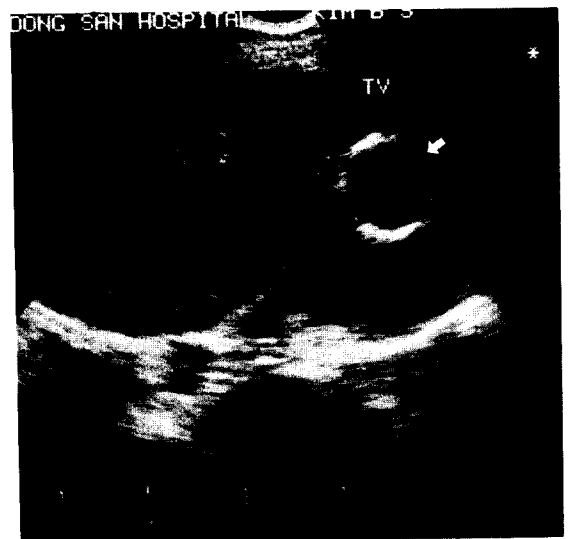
2-dimensional echocardiography. round aneurysmal sac(arrow) in the subcostal view.
